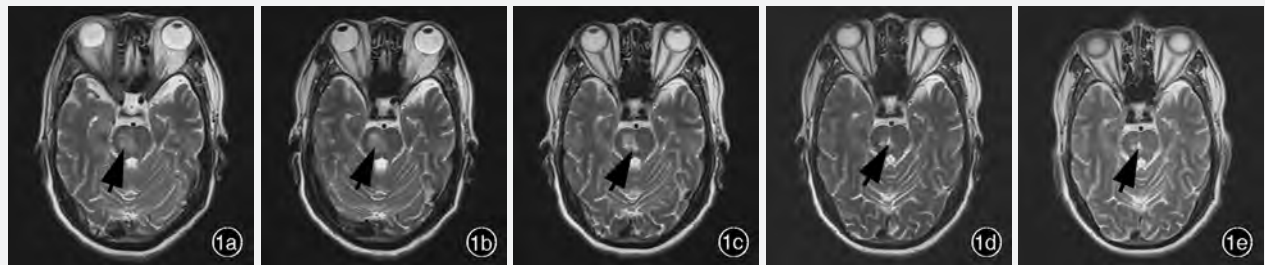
男性患者,60 岁。主因左侧肢体无力 4 d 入院。临床诊断:脑干梗死。横断面 MRI 检查显示,右侧脑桥梗死灶随发病时间的延长逐渐减小(箭头所示) 1a 发病第 4 天 1b 发病第 15 天 1c 发病后 1 个月 1d 发病后 3 个月 1e 发病后 6 个月
